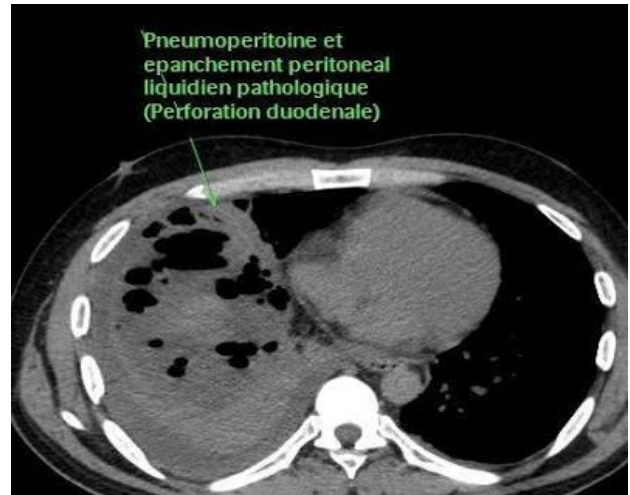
TDM d'une perforation duodénale
